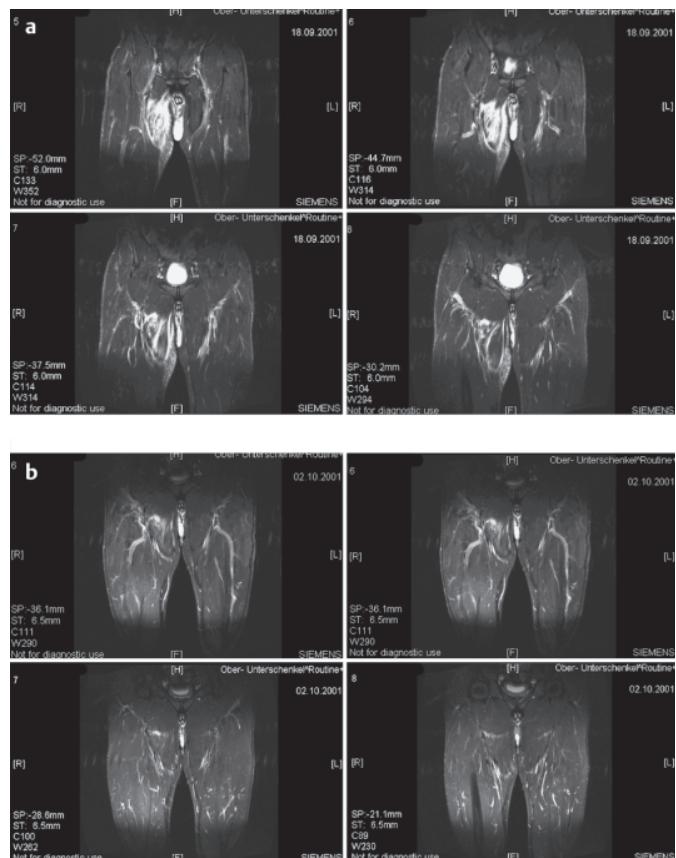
а и б Снимки МРТ пациента, получавшего лечение АКС.
